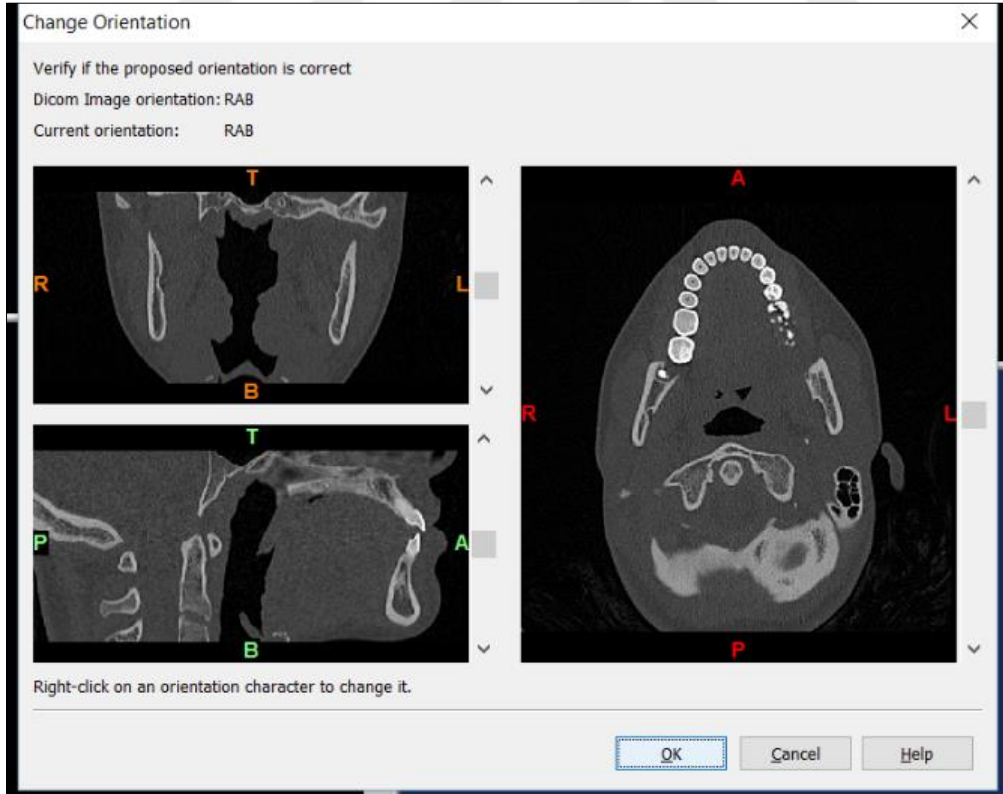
Tomografi verilerinin programa aktarılması.
